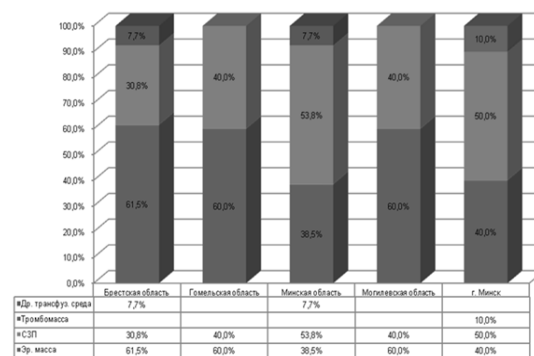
Частота встречаемости посттрансфузионных реакций и осложнений за 6 мес. 2011 г.
